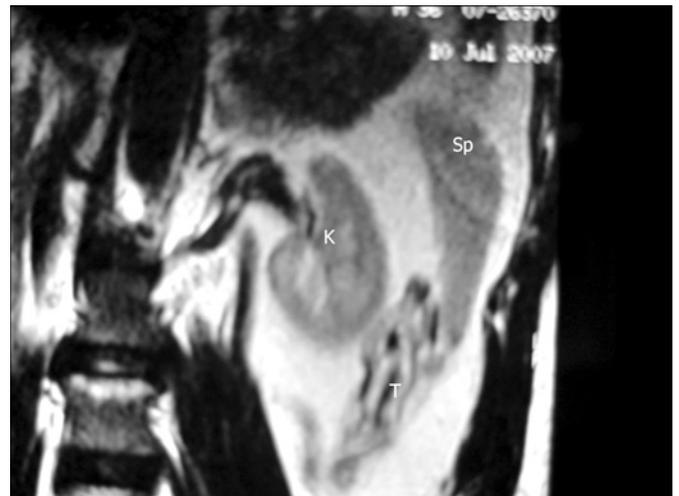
Ressonância magnética mostrando testículo esquerdo (T) abaixo do baço (Sp); K: rim
